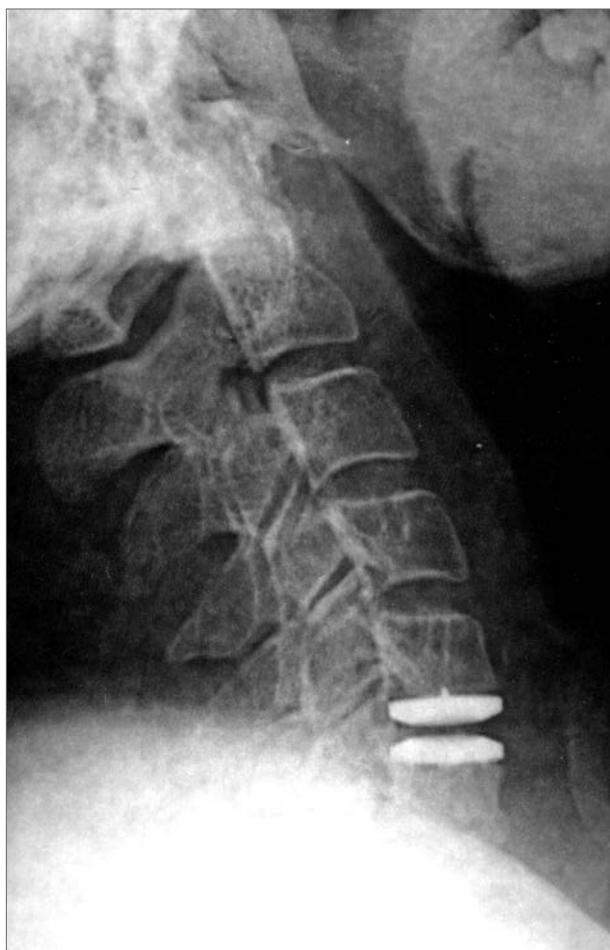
Бокова рентгенографія в положенні максимального розгинання шиї
